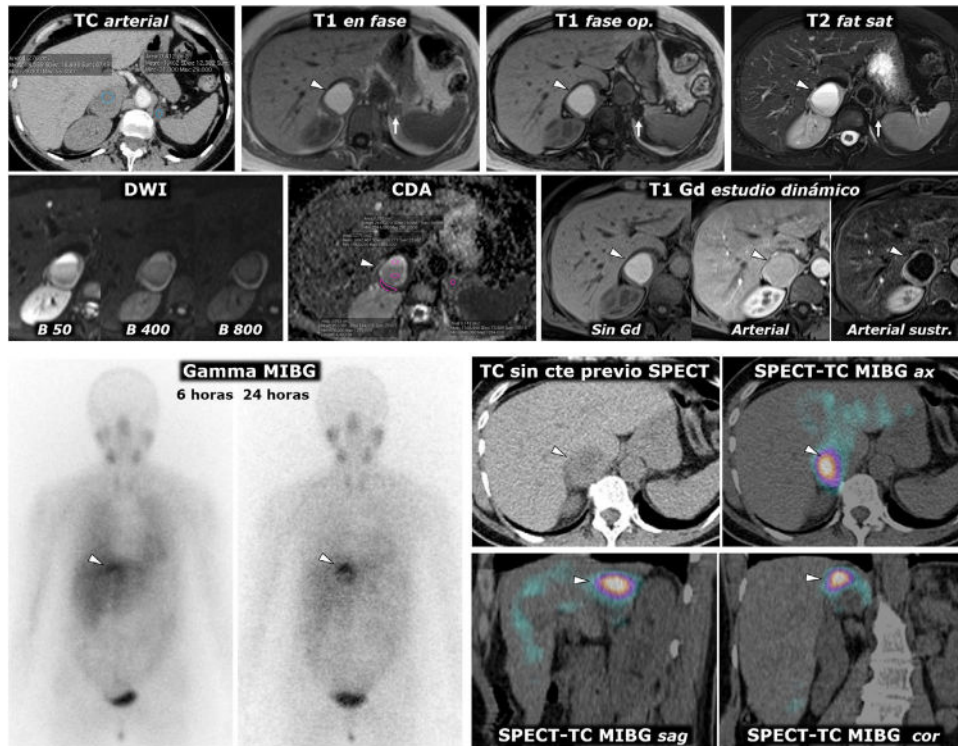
Feocromocitoma como masa casi puramente hemorrágica demostrado por Medicina Nuclear. Mujer de 58 años. Acude a Urgencias por cefalea y palpitaciones. Parte superior: TC y RM. Señalos nódulos adrenales (ROI elípticas en TC), uno mayor derecho, con valores de atenuación medios algo inferiores a 20 UH, inespecífico, y otro menor izquierdo de $-1,4$ UH, que se caracteriza como adenoma rico en lípidos. En la RM se comprueba que la lesión derecha (cabezas de flecha) consiste en una lesión casi puramente hemorrágica, con alta señal en T1, sin caída de señal en fase opuesta en el interior ni en su periferia. El adenoma adrenal izquierdo (flechas) sí pierde intensamente señal en fase opuesta (se ha realizado un montaje de imágenes, para mostrar el centro de las 2 lesiones en la misma imagen). La lesión adrenal derecha presenta alta señal en T2, con 2 niveles líquidos que también se manifiestan en la secuencia potenciada en difusión y en el mapa de CDA, con restricción de la difusión progresivamente mayor hacia áreas gravitacionales. En la pared de esta lesión los valores medios de CDA son de $0,95 \times 10^{-3} \text{ mm}^2/\text{s}$. El adenoma presenta valores medios de 1,17. Como sucede en otras lesiones hemorrágicas, el reconocimiento de los realces parietales o nodulares se facilita con la sustracción de la imagen basal. Parte inferior: hallazgos en gammagrafía y SPECT-TC con (^{123}I) MIBG. En el estudio gammagráfico se aprecia captación por parte de la lesión derecha (cabezas de flecha), de forma más evidente en el estudio a las 24 h de la administración del radiofármaco. El estudio SPECT-TC con el mismo radiofármaco, adquirido a las 6 h, muestra de forma más clara la captación por parte de la lesión, que prácticamente confirma el diagnóstico de feocromocitoma. El adenoma izquierdo no capta.
